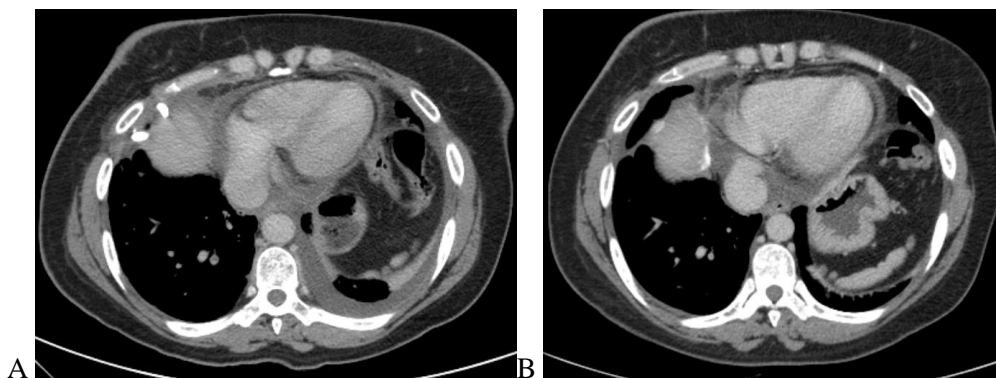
Delta volume inalterado (dreno em pleura direita). A: TC1 - expansão completa inicial. B: TC30 - volume após 30 dias semelhante ao inicial.
